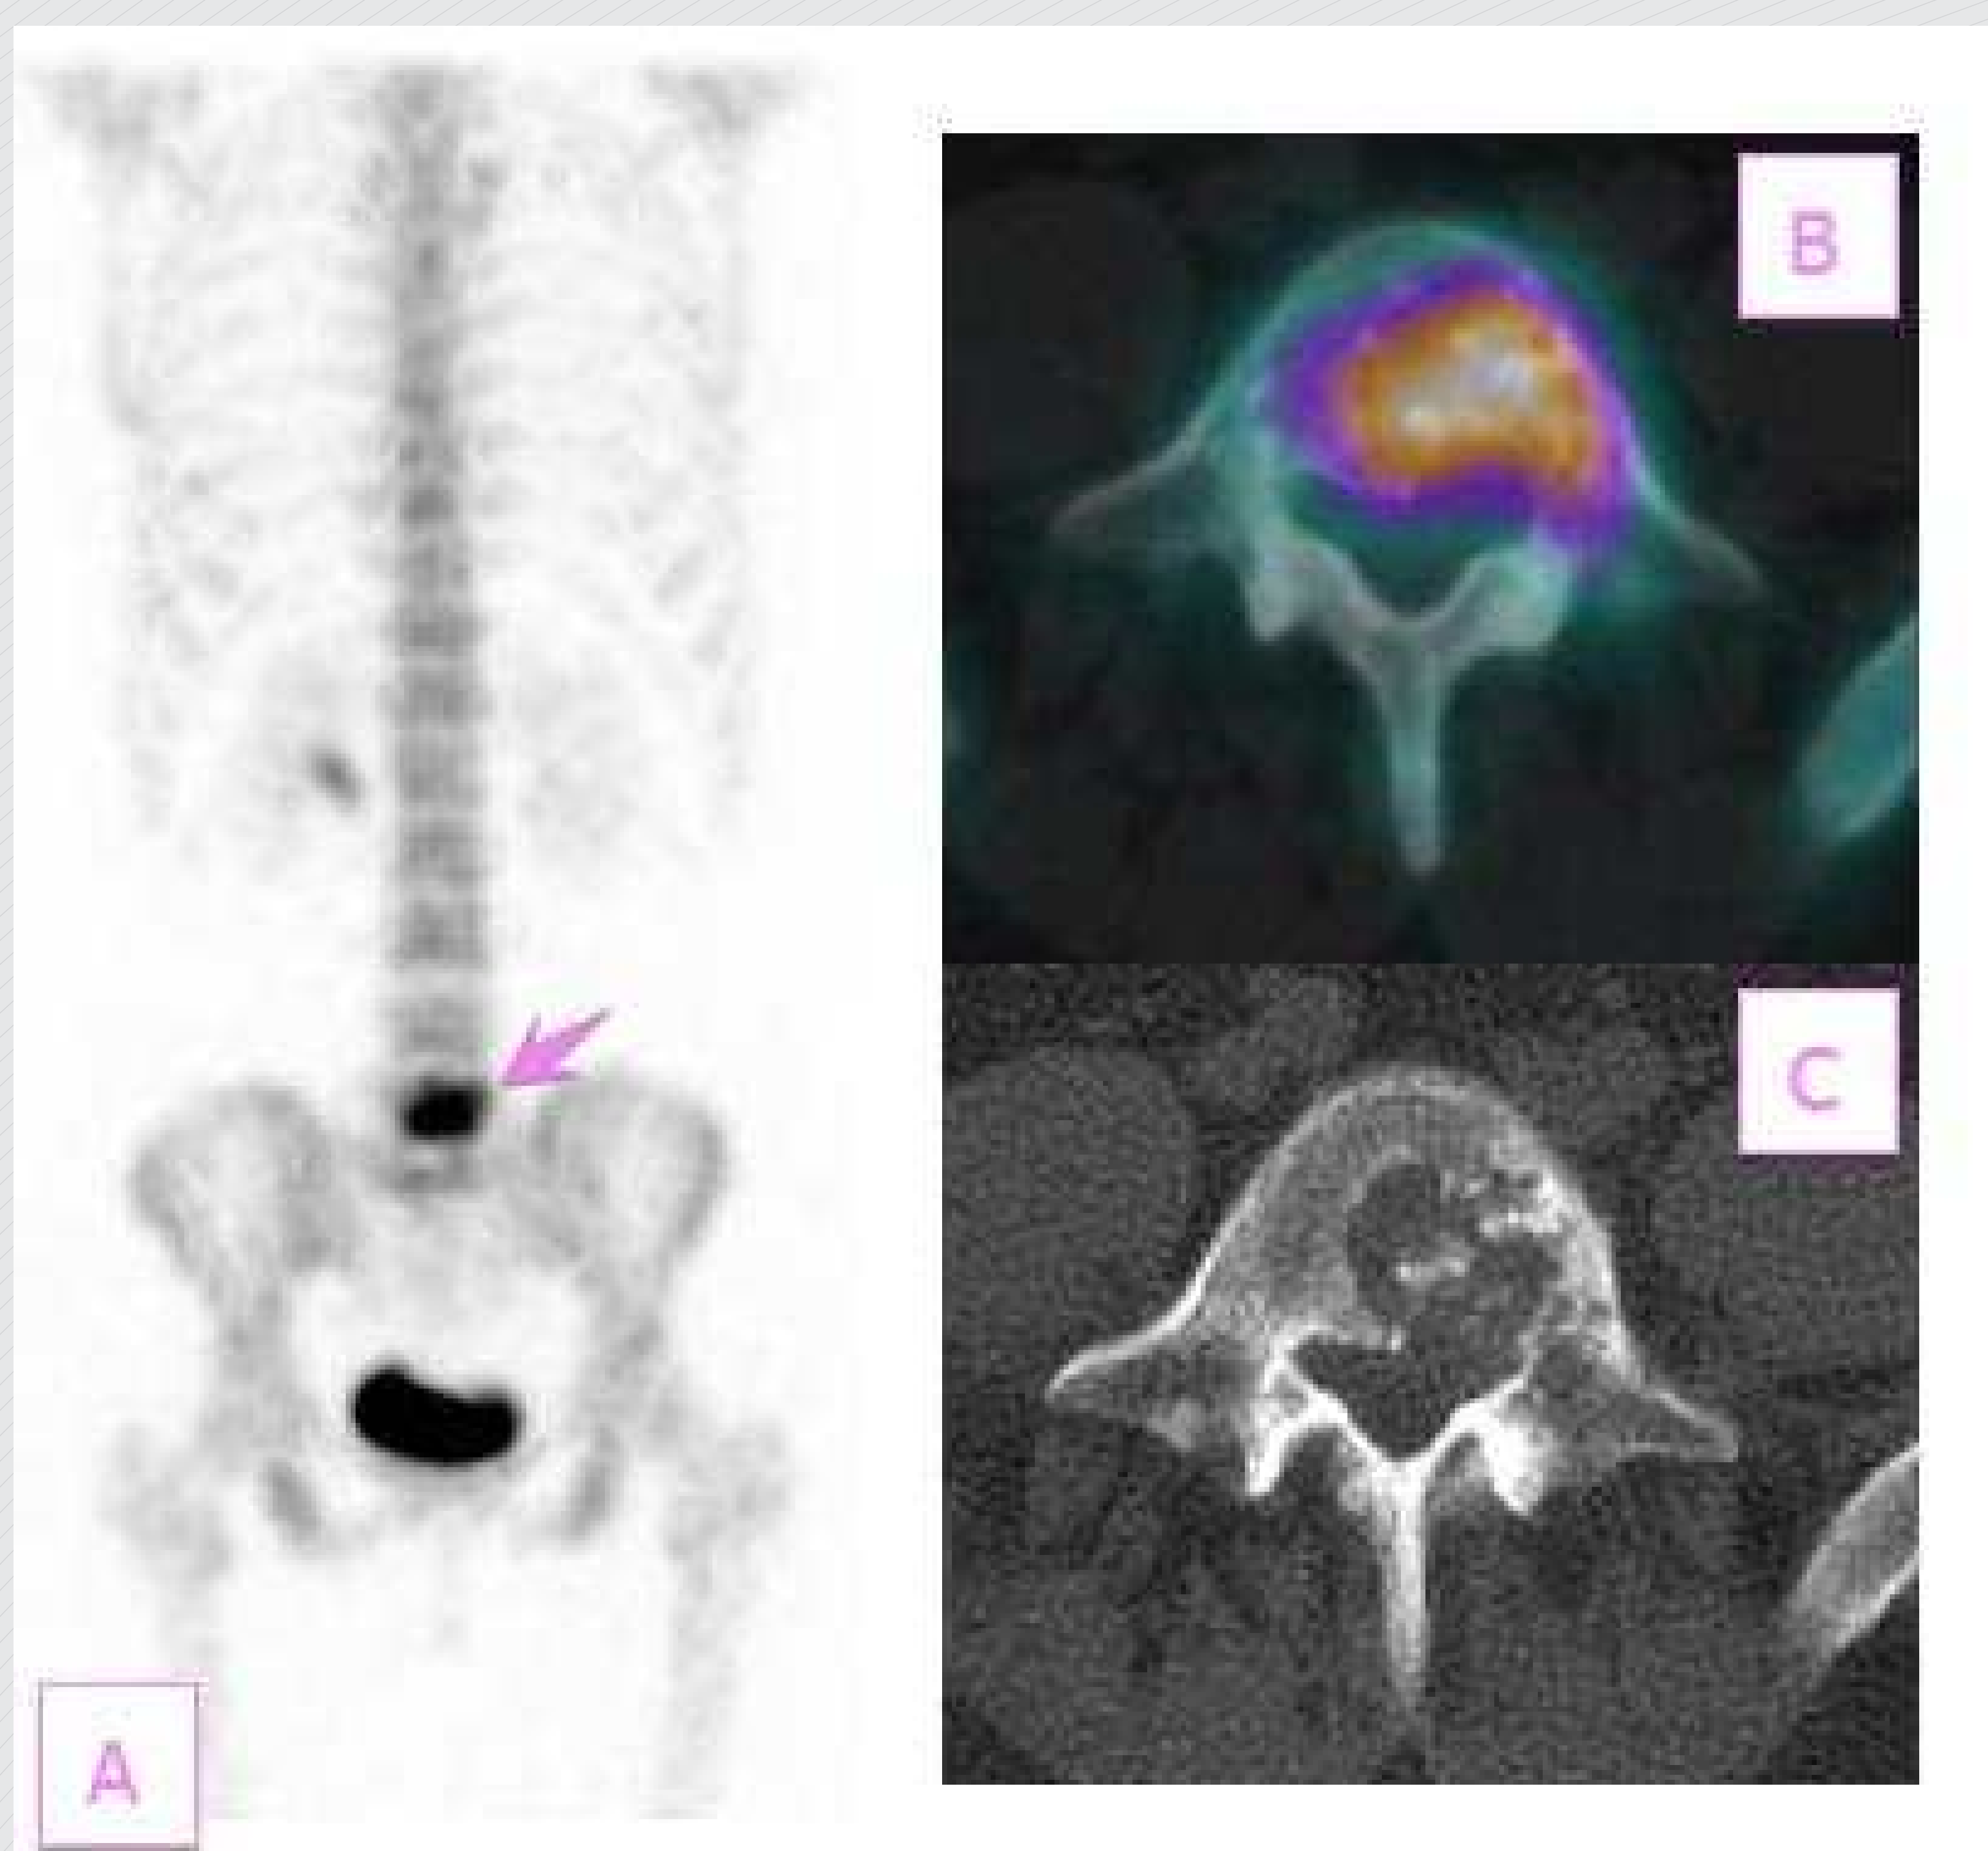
Imagens tomográficas de SPECT (A) demonstram o acúmulo do traçador no corpo vertebral de L5. A fusão (B) das imagens cintilográficas com as de tomografia computadorizada demonstram acentuada hiper captação do radiofármaco em lesão lítica com rotura da cortical, fortemente suspeita para acometimento secundário.
